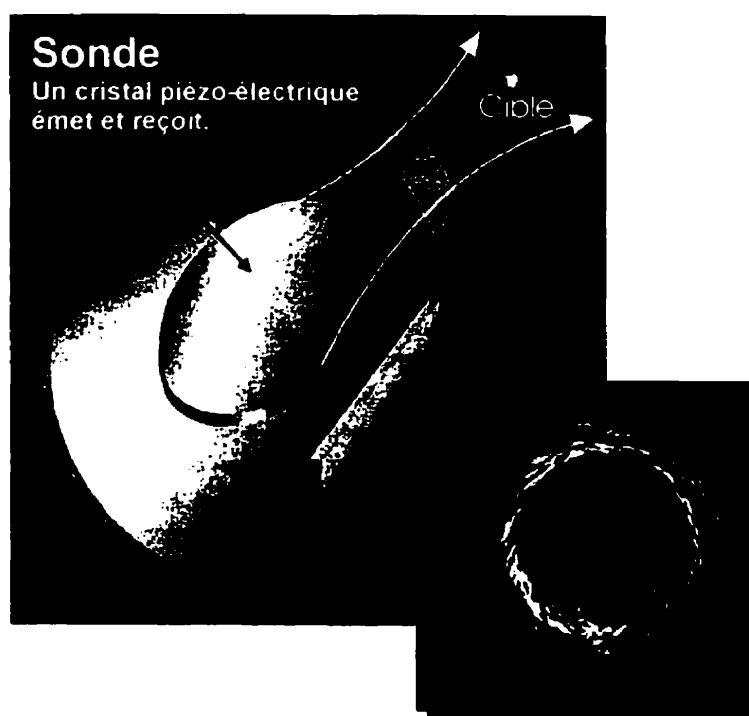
Sonde échographique endovasculaire de type mécanique.
